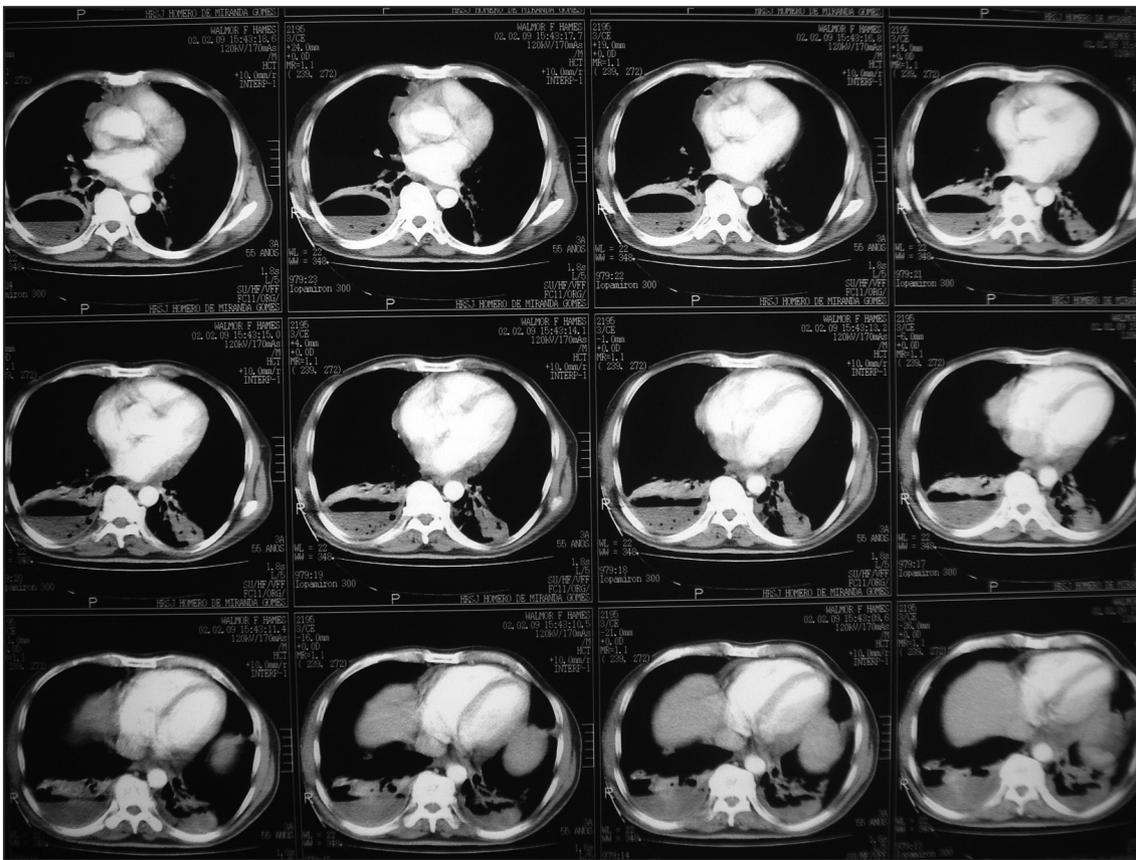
Tomografia de tórax com janela para mediastino demonstrando grande cavitação com nível hidroaéreo em seu interior, no lobo inferior direito.
